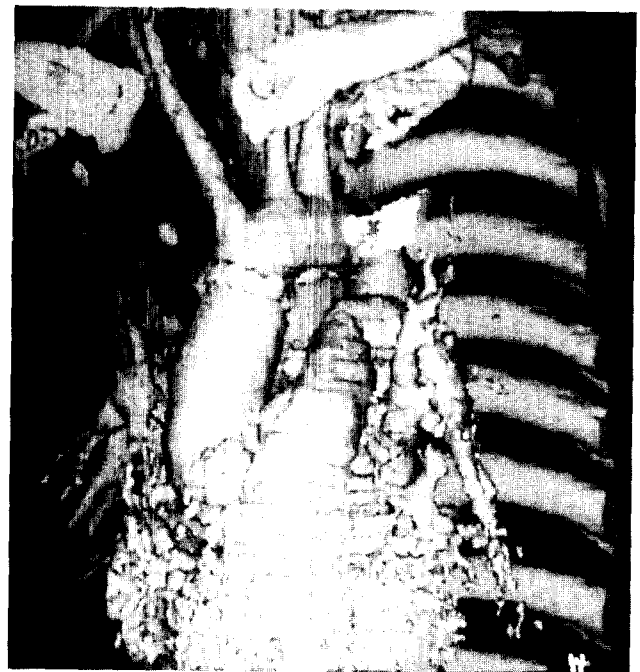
Postoperative chest CT shows the replaced ascending aortic graft (A) and a well visible Teflon felt in replaced ascending aorta in 3D reconstructive image (B).
